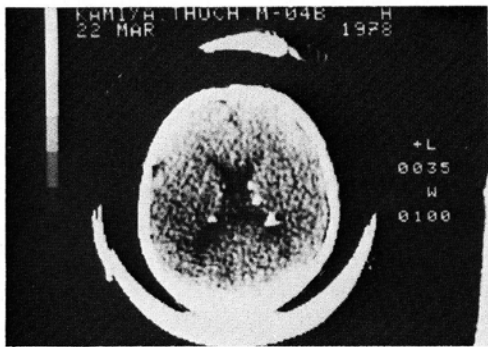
CT scan of the patient's eldest son, shows the periventricular calcifications.
